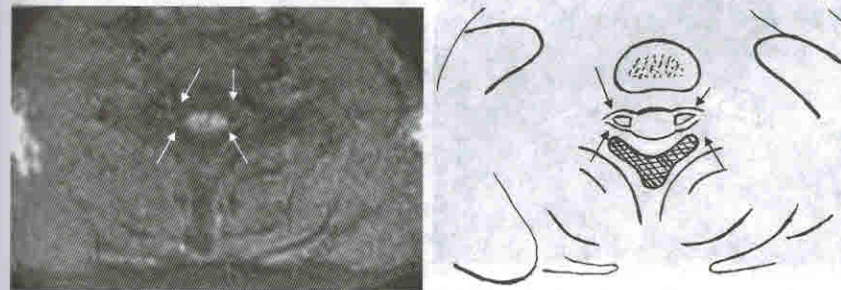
МР-томограмма в аксиальной проекции. T1 — ВИ. Стрелками указаны передние и задние корешки, имеющие более интенсивный сигнал, чем окружающая цереброспинальная жидкость
